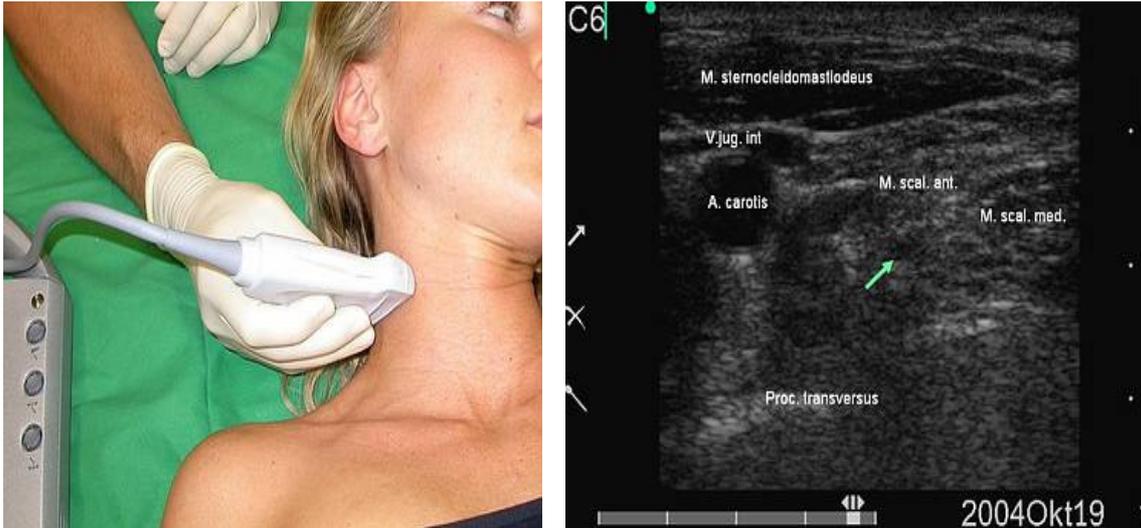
/8: Auffinden der Punktionsstelle mit sonografischer Unterstützung und Darstellung der anatomischen Strukturen im Ultraschallbild auf Höhe des 6.Halswirbels, der Pfeil bezeichnet den Plexus brachialis, aus: Schwemmer U, Brederlau J, Azet H, Zimmermann P, Roewer N: Ultraschallverfahren zur Blockade des Plexus brachii (47)
